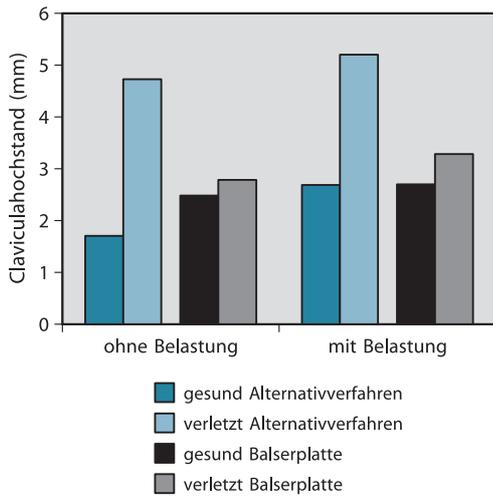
◀ Sonographische Messung des Klaviculahochstands mit und ohne 10 kg Belastung im Seitenvergleich der Gruppe nach Bessler-Platte vs. derjenigen nach alternativen Verfahren. Im Mittel doppelt so hoher Klavikulastand im Vergleich zur gesunden Seite bei den Alternativverfahren
